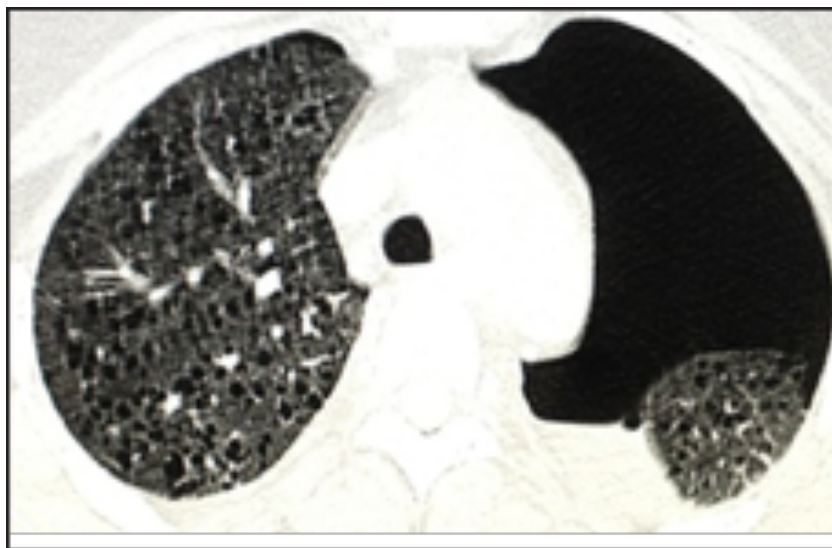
Tomografia computadorizada de tórax evidenciando pneumotórax à esquerda e múltiplos cistos em ambos os pulmões.
